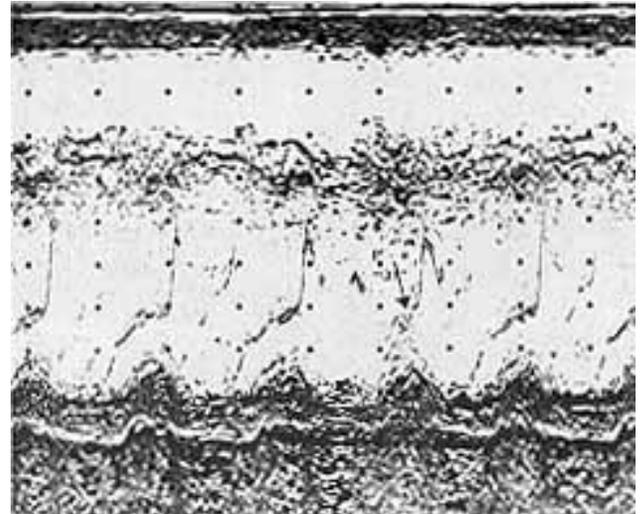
Ecocardiograma evidenciando prolapso telessistólico de folheto posterior de válvula mitra.
